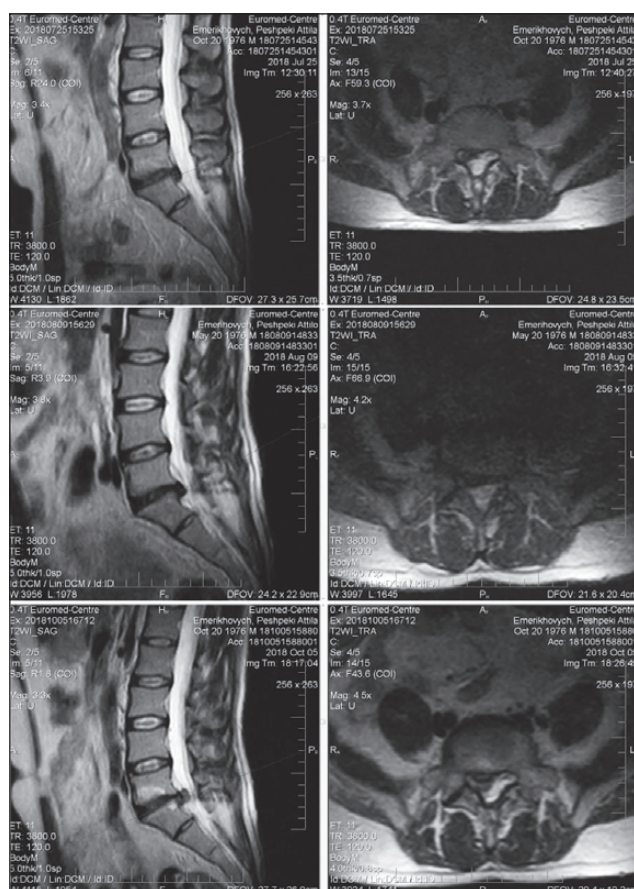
МРТ пацієнта П.
